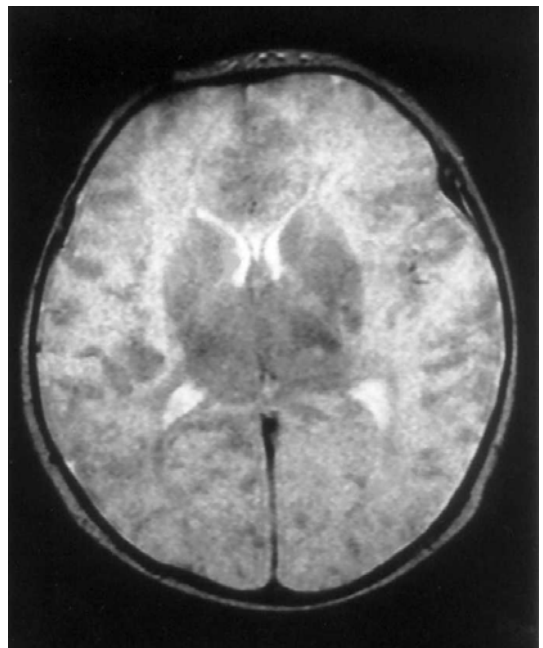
T2W axial MR imaging of brain(T2WI) shows subtle increased signal intensities in the lateral wall of anterior horn of the right lateral ventricle. The nodular lesions have similar signal intensity of cerebral cortex.
